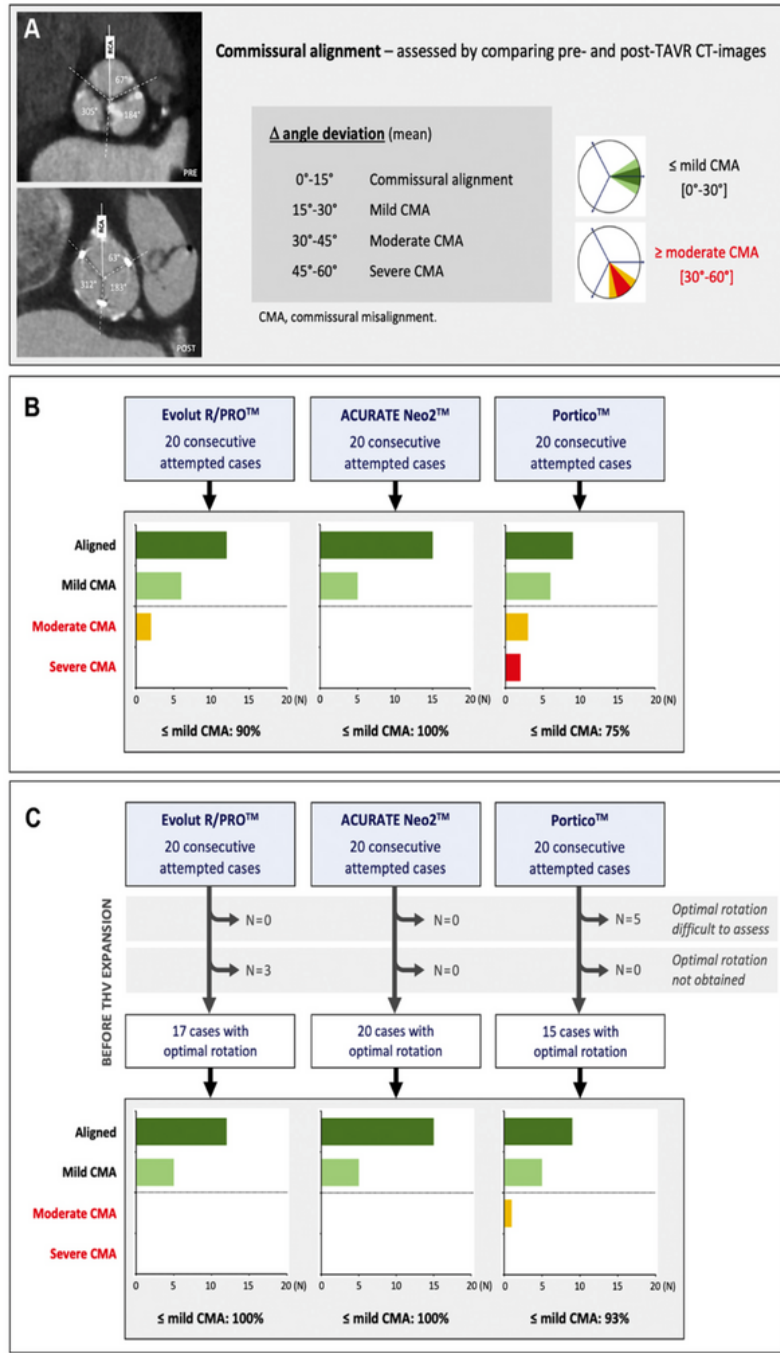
Cardiac CT Assessment of Commissural Alignment
